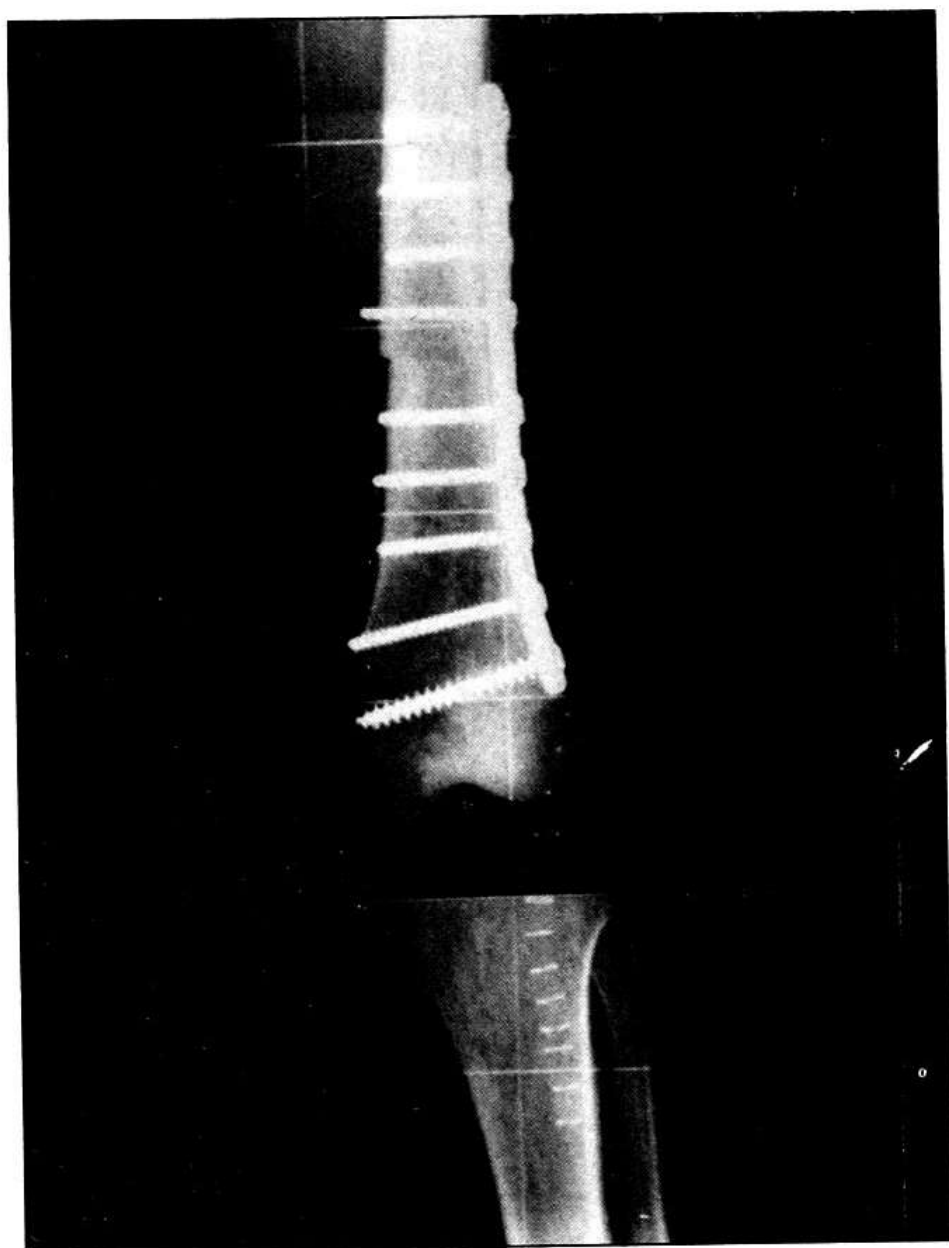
RADIOGRAFIA ANTEROPOSTERIOR DE LA RODILLA IZQUIERDA EN EL POSTOPERATORIO PRECOZ. Se aprecia la correcta fijación del injerto al hueso huésped y la congruencia articular con la tibia proximal.
